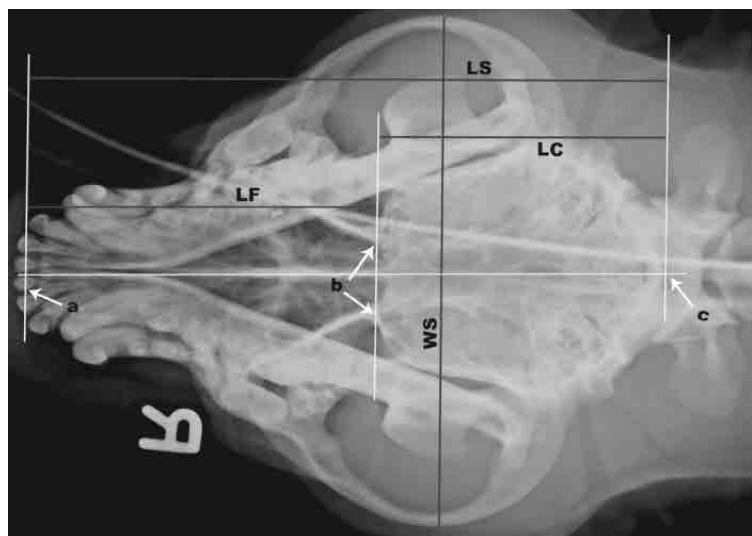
Messstrecken auf dem Röntgenbild: LS = Gesamtschädellänge, LC = Hirnkapsellänge, LF = Gesichtsschädellänge, WS = Gesamtschädelbreite, b = rostrale Begrenzung des Cavum cranii.
